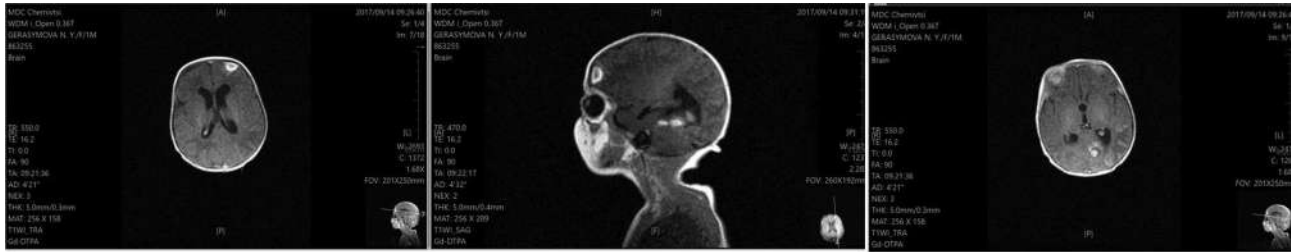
МРТ-картина кістозно-м'якотканинних утворень у головному мозку.
